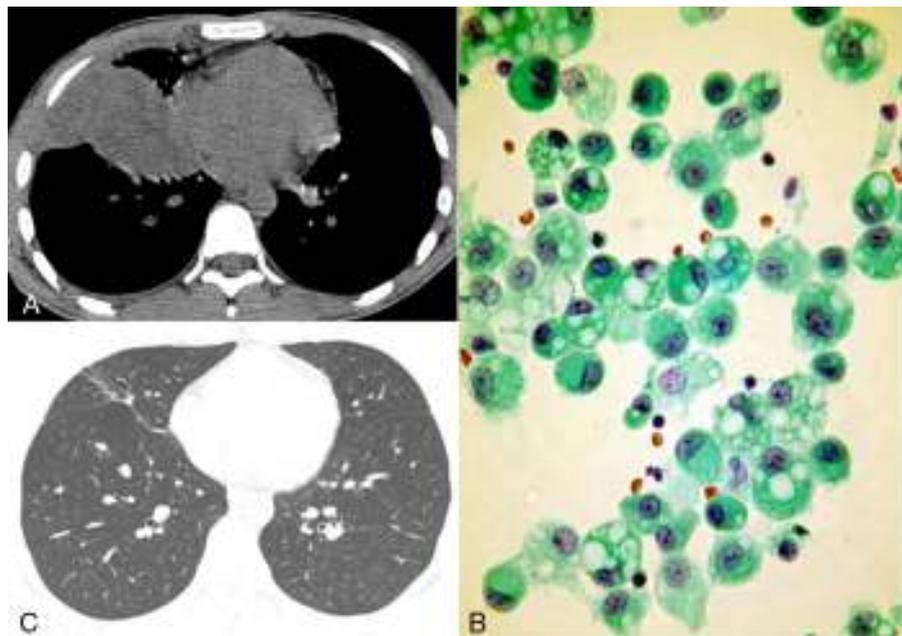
A) Tomografía computarizada en ventana mediastínica que muestra una masa en el lóbulo inferior derecho junto a la superficie pleural. B) Macrófagos alveolares del lavado broncoalveolar. El citoplasma presenta grandes vacuolas redondeadas que desplazan los núcleos a la periferia. C) Tomografía computarizada de seguimiento en ventana pulmonar que mostró reabsorción de la masa con cicatriz residual.
